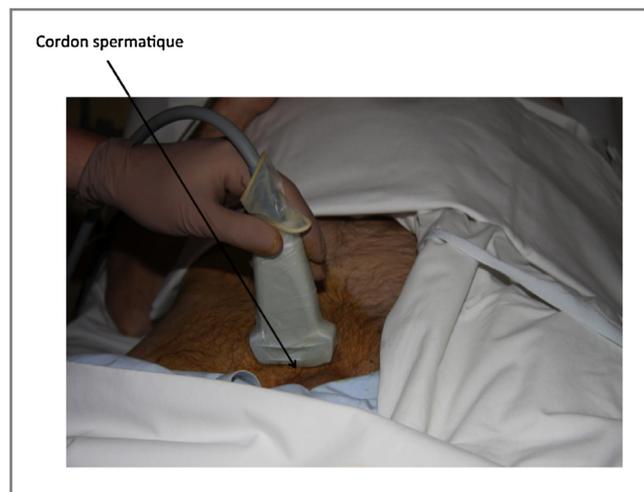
Positionnement de la sonde d'échographie.
